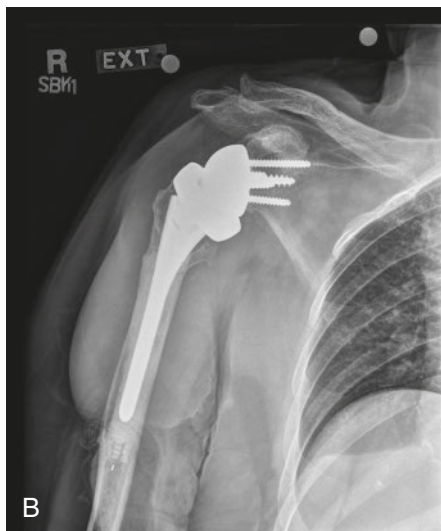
A. Radiografía anteroposterior preoperatoria. B. Radiografía anteroposterior postoperatoria dos años después de una artroplastia invertida de hombro por una fractura del humero proximal. Fotografías de la movilidad activa en elevación (C), rotación externa (D) y rotación interna (E).
